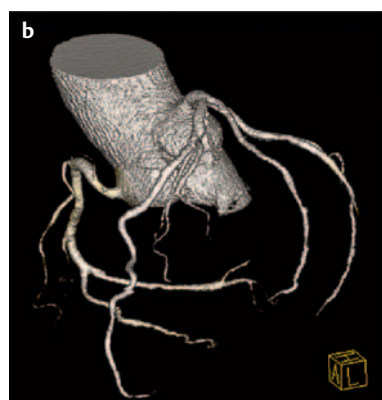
Sog. „triple rule out MS-CT“: 64-Zeilen-CT mit Kontrastmittelbolus, Akquisitionszeit 12 s(!), zum Ausschluss einer LE (a), Ausschluss eines Herzinfarktes (b) und in diesem Falle Nachweis einer komplexen Aortendisektion (c u. d).
